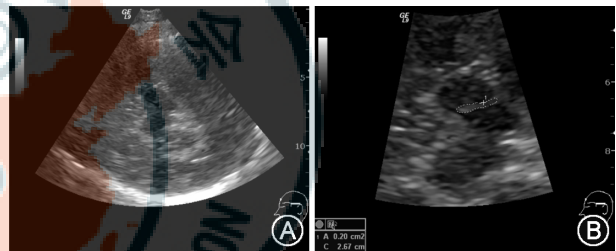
经颅脑实质超声探测的正常中脑层面图。A. 中脑层面, 蝶形的中脑低回声区被周围高回声的基底池所环绕; B. 图像冻结后放大, 评估回声强度, 测量中脑黑质高回声信号的面积
